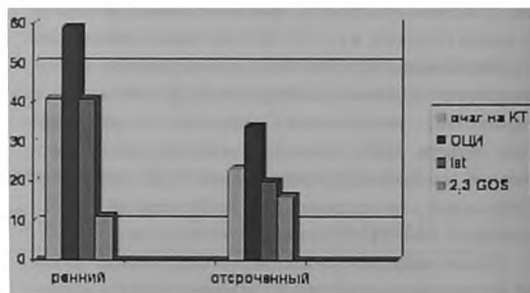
Частота ишемии мозга по данным КТ, отсроченной церебральной ишемии, летальных исходов и исходов с тяжелой инвалидизацией при различных сроках церебрального ангиоспазма при аневризматическом САК*.
